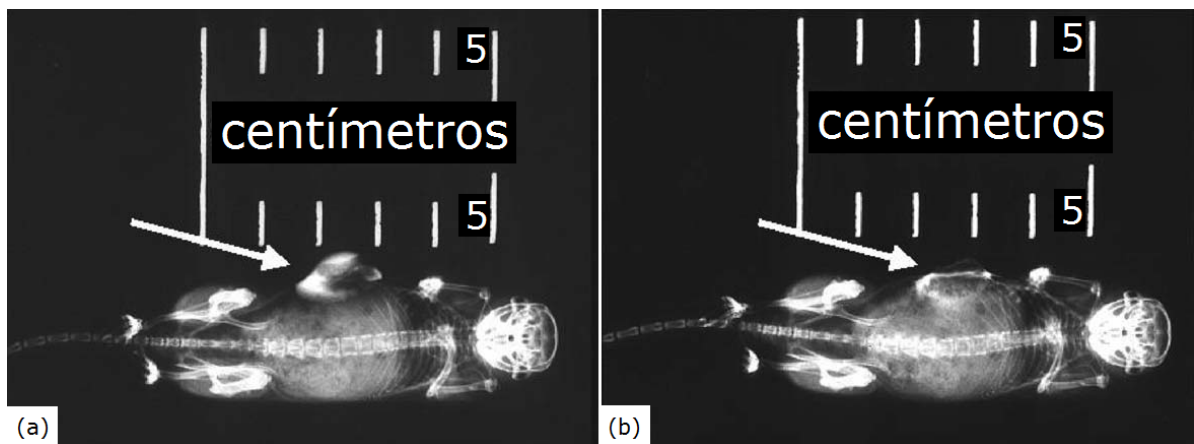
Radiografía mostrando las observaciones típicas de un ratón con tumor inducido (a) antes y (b) después de calentamiento magnético del tumor. Tomado de Hilger (Hilger, 2001) [36].
